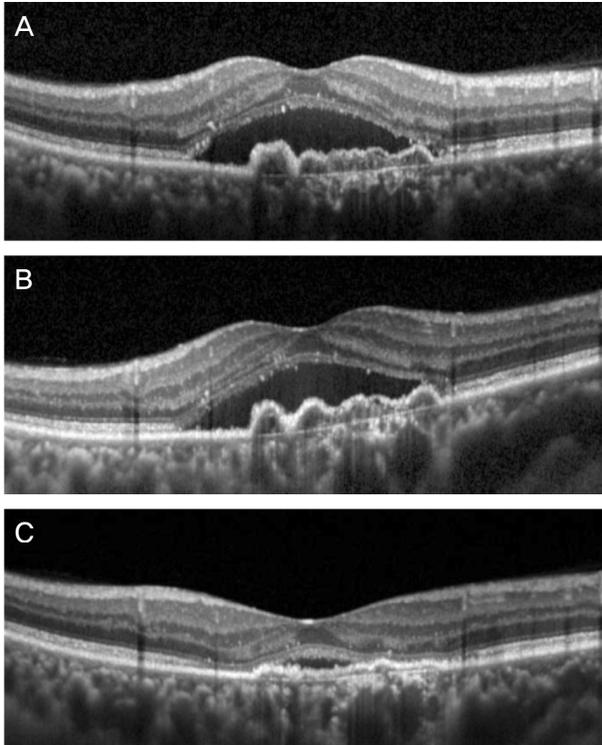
A representative case of neovascular age-related macular degeneration. Optical coherence tomography images taken at diagnosis (A), 1 month after 3 monthly intravitreal ranibizumab injections (B), and 1 month after 3 bimonthly intravitreal aflibercept injections (C). Subretinal fluid and pigment epithelial detachment did not respond to initial ranibizumab therapy. However, marked resolution of these pathologic lesions was noted after additional aflibercept therapy.
